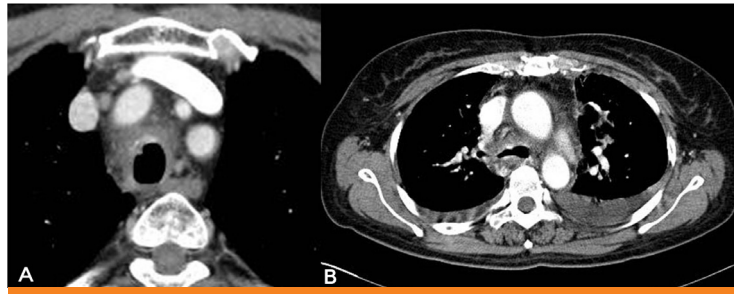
CT scan of the chest. Figure 2A shows nodular thickening and enhancement of the anterior tracheal wall (case 2) and figure 2B shows peripheral rim enhancement and luminal narrowing of the right main bronchus and the right upper bronchus (case 3).
